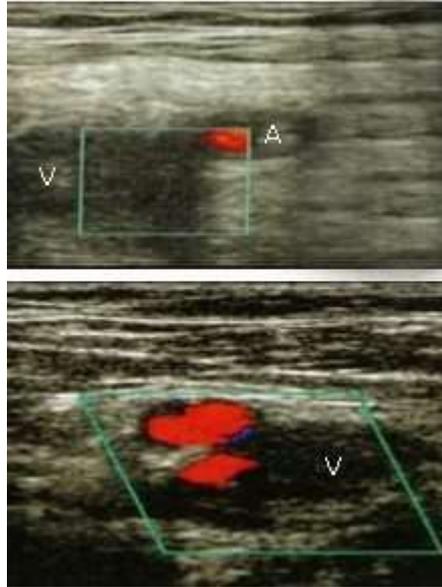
Ecodoppler de venas ílicas y femorales: presencia de signos de recanalización del vaso en el muslo derecho. Trombosis venosa profunda íleofemoropoplítea izquierda.
